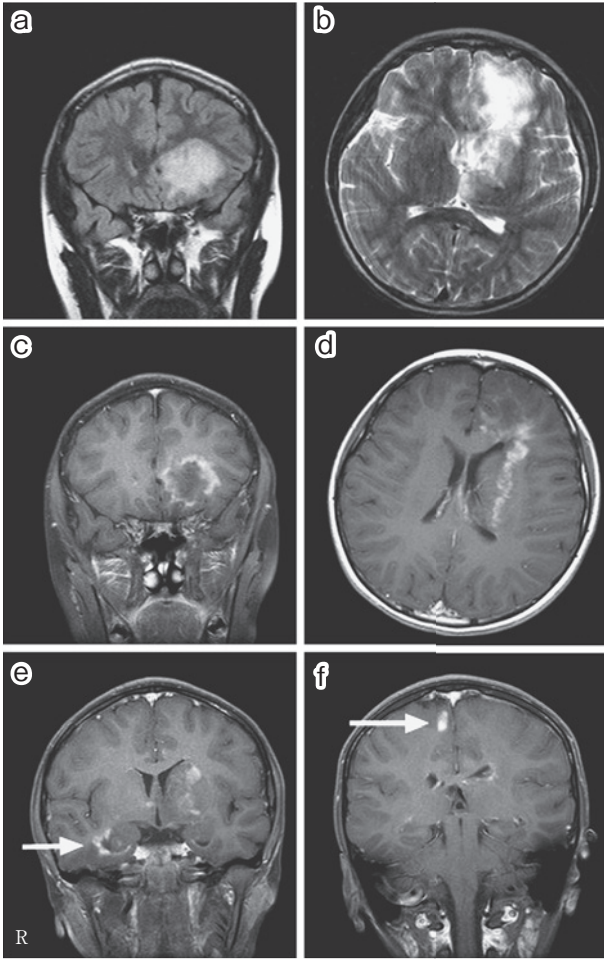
Magnetic resonance images on the third day of hospitalization.
